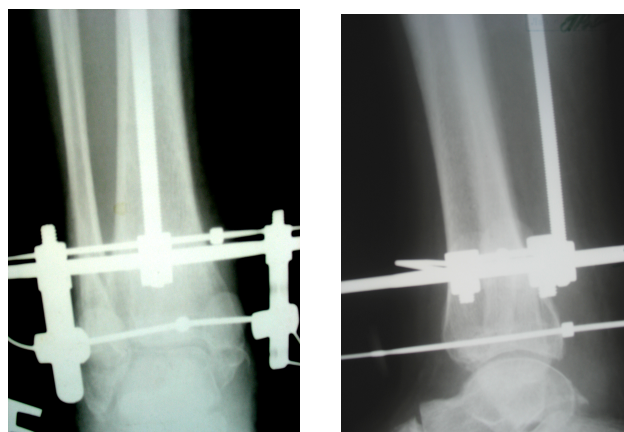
Рентгенограммы голеностопного сустава пациентки Д. после выполнения первого этапа оперативного вмешательства и фиксации заднего края большеберцовой кости спицей с упорной площадкой: а – прямая проекция, б – боковая проекция
